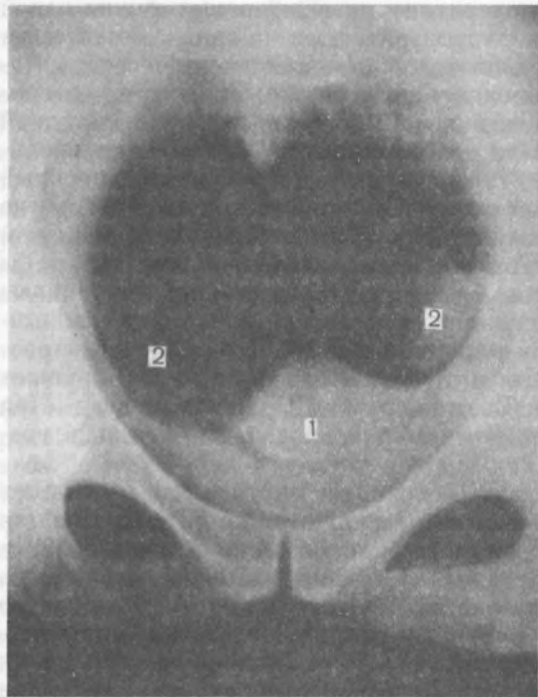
Нормальные матка и придатки при рентгенографии органов таза в условиях пневмоперитонеума.
